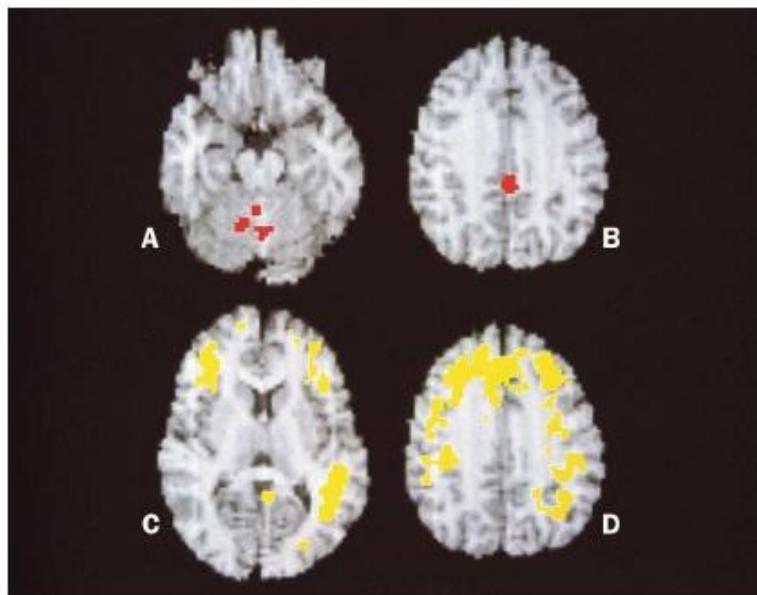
Tomografía por emisión de fotón único (SPECT) durante el sonambulismo después de la integración en la imagen de resonancia magnética anatómica adecuada. El mayor flujo sanguíneo cerebral regional (mayores al 25%) durante el sonambulismo en comparación con las etapas III-IV del sueño NMOR se encuentran en el cerebelo anterior (A), y en la corteza cingulada posterior área de Brodmann 23. Sin embargo, en relación con los datos de los voluntarios normales durante la vigilia, grandes áreas de asociación corticales frontal y parietal permanecen desactivadas durante el sonambulismo, como se muestra en los mapas correspondientes paramétricos. Tenga en cuenta la inclusión de la corteza prefrontal dorsolateral (C), la corteza frontal medial (D), y giro angular izquierdo (C) dentro de estas áreas (Tomado de Bassetti, 2000)
